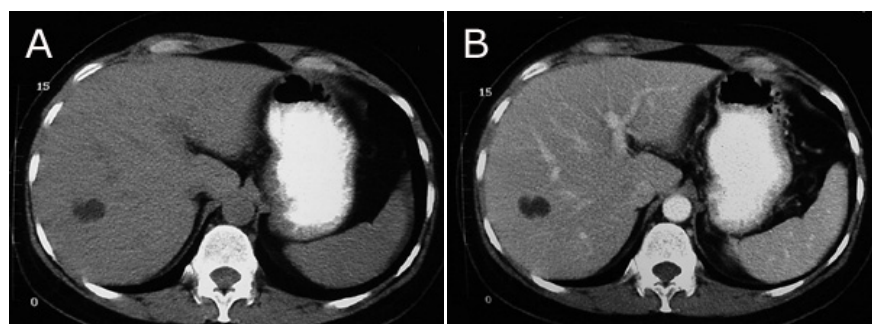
En la TAC (A) se observa una lesión hipodensa que mide densidad cercana al agua, sin pared perceptible y que no tiene ningún refuerzo o impregnación en la TAC con contraste intravenoso. (B) lo que significa que es avascular, criterio por el cual se diferencia un quiste de una lesión sólida quística.
